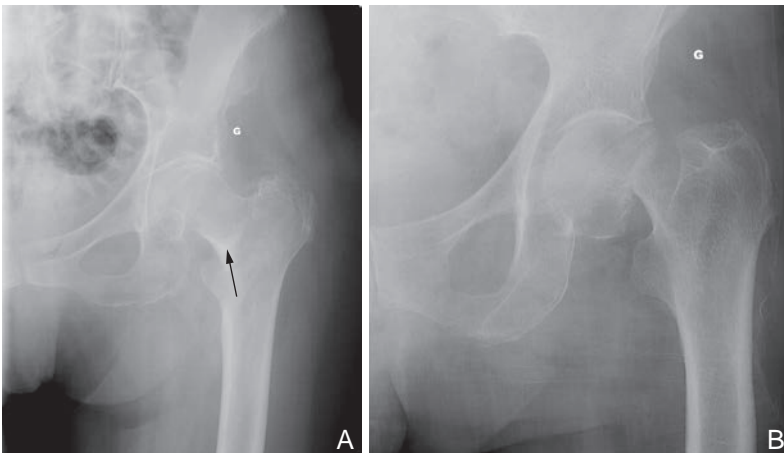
Radiographie de hanche de face montrant : une fracture du col fémoral peu déplacée (A); une fracture du col fémoral déplacée en coxa valga (B).
